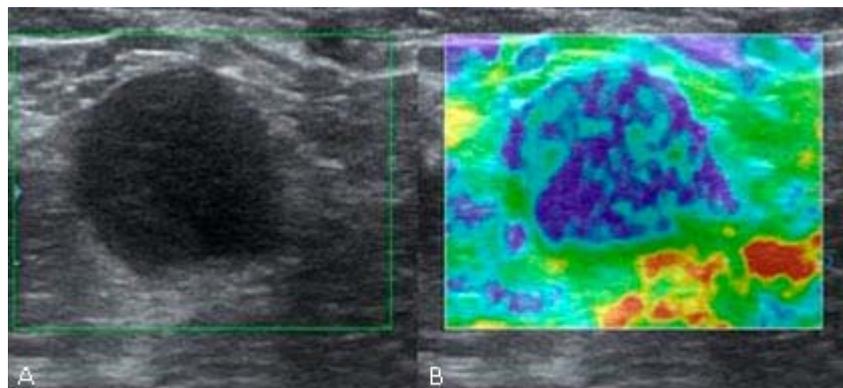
(A) Ultrasonido de mama: Nódulo hipoecoico homogéneo de contornos irregulares (BIRADS 4^a). (B) Técnica elastográfica con un patrón heterogéneo predominante con ausencia de elasticidad (azul) que corresponde con el nivel 4 de la clasificación de Ueno.
